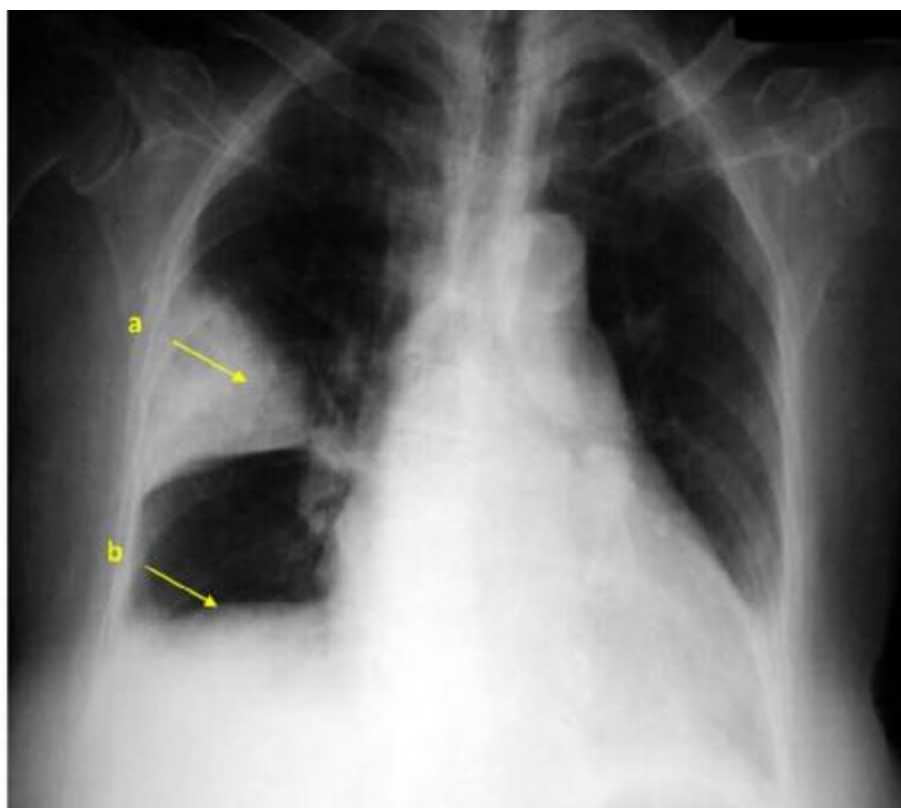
Radiographie thoracique une opacité triangulaire droite à base pleurale (signe de Hampton) (a) et ascension de la coupole diaphragmatique(b)(51).
